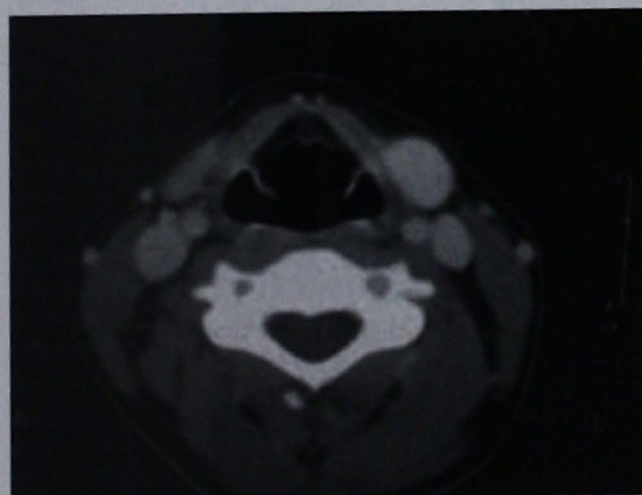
Tomografía computada, región submandibular con una masa hiperdensa.
